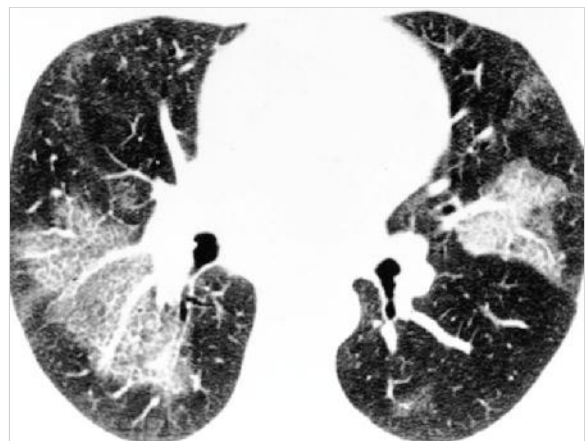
Chronische eosinophile Pneumonie. CT eines 43-jährigen Patienten mit Husten und Dyspnoe sowie hochsignifikanter peripherer und bronchoalveolärer Eosinophilie. Fokal verteilte verdickte Septen, Pflastersteinrelief und Milchglastrübungen sind zu erkennen.
